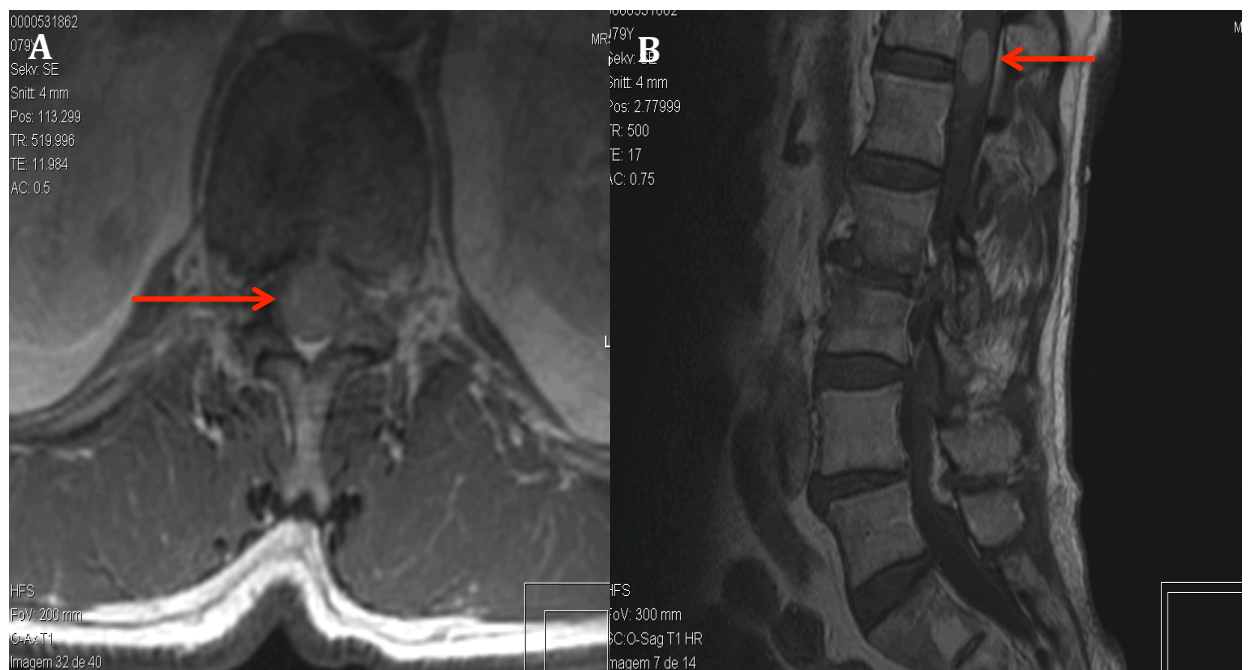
A) Ressonância magnética corte axial T1; B) Ressonância magnética corte sagital T1 (Agosto 2012)
